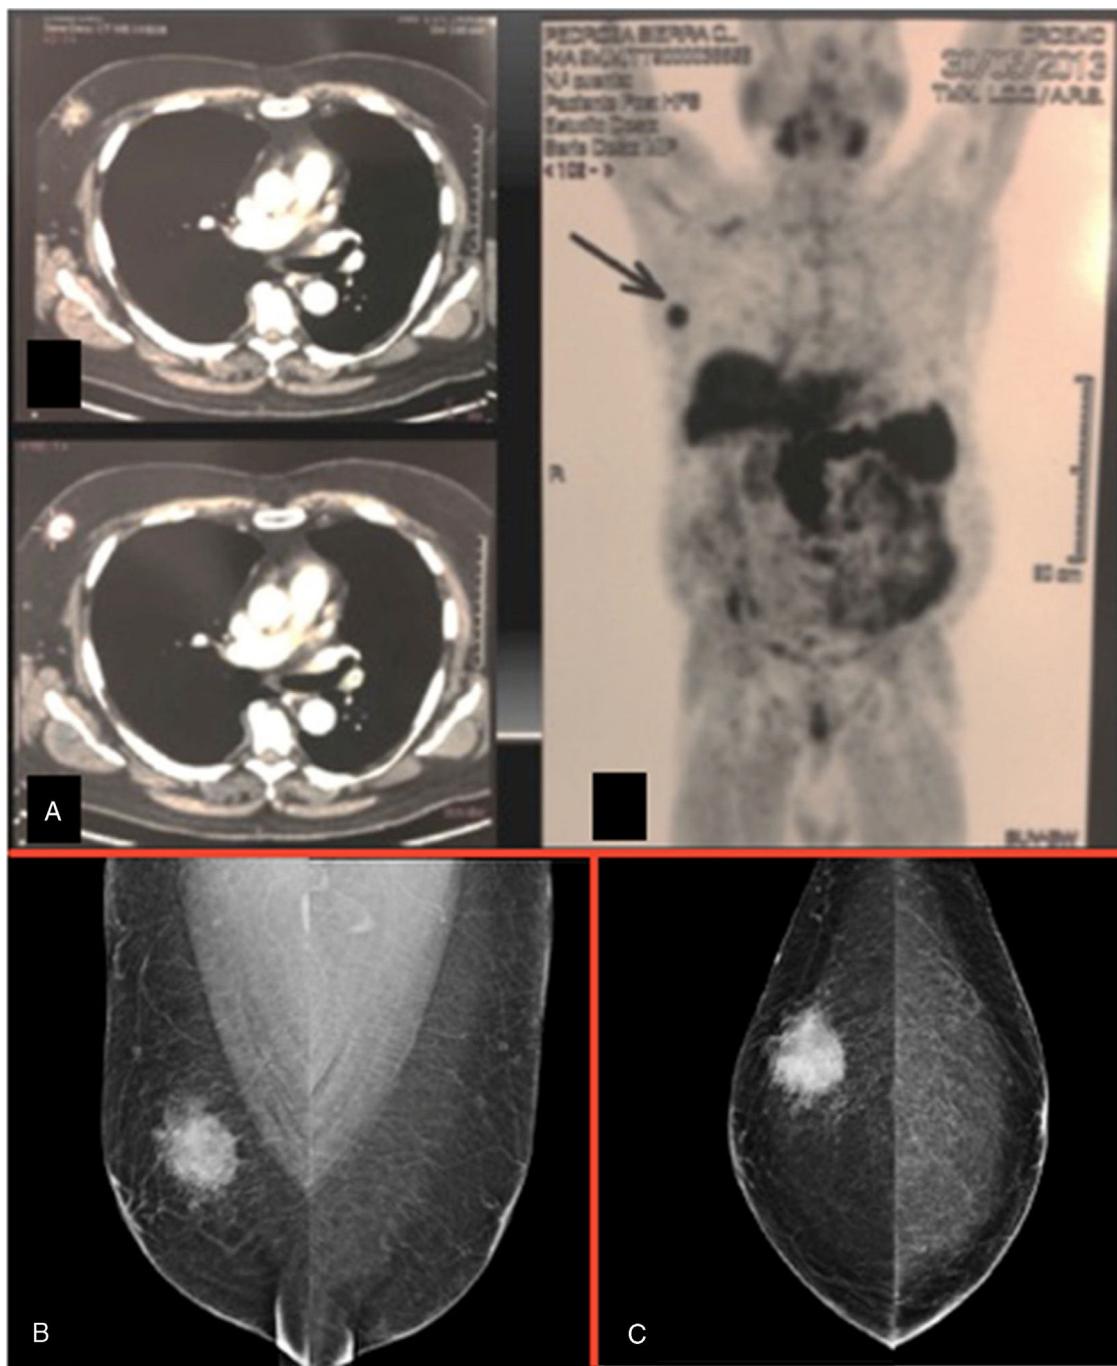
A) Tomografía (PET) de mama (cortes axiales). B) Mastografía bilateral que muestra tumoración densa localizada en el cuadrante superior externo de mama derecha. C) Mastografía bilateral en proyección craneocaudal: se visualiza en mama derecha masa de categoría BIRADS 4 b.
